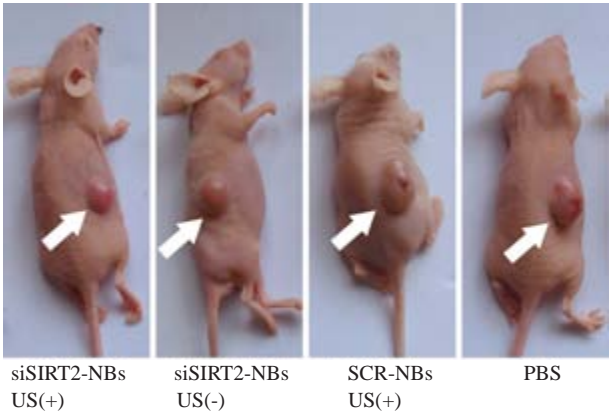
siSIRT2-NBs联合低频超声辐照治疗10 d后的肿瘤抑制效果
